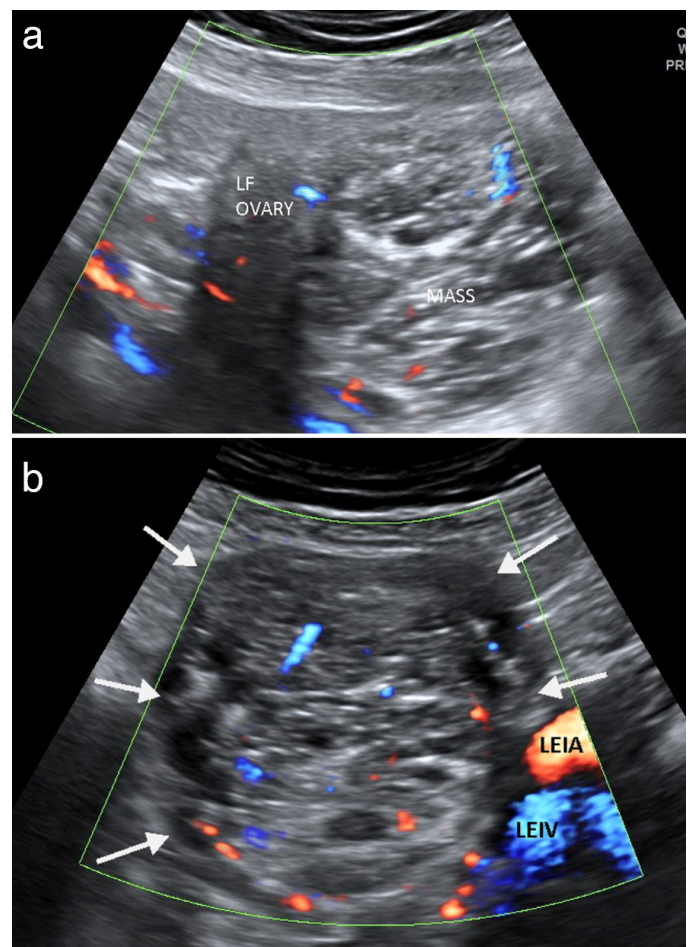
Transabdominal HD-flow™ power Doppler US images of the adnexal mass showing its close relation to the left ovary (a), and its hypovascular, spongy and semisolid texture (b). The mass (arrows) was separate from the uterus, and its US features were not typical for a degenerated exophytic myoma
